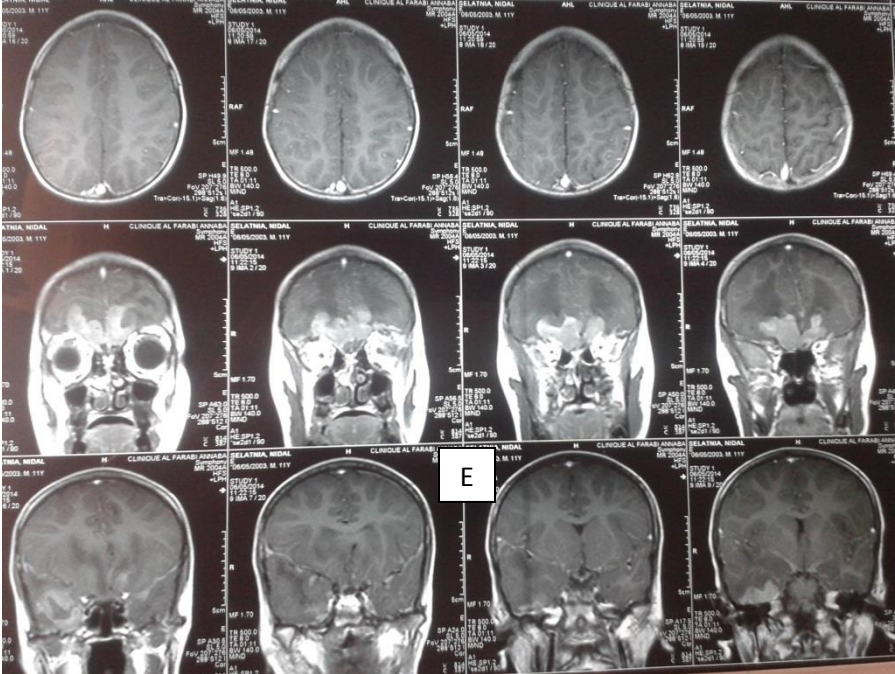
E): IRM cérébrale coupe axiale , coronale,mise en évidence d' une rechute après une rémission qui a duré une année grâce à la radiothérapie,localisation secondaire de siège frontale et temporale.
